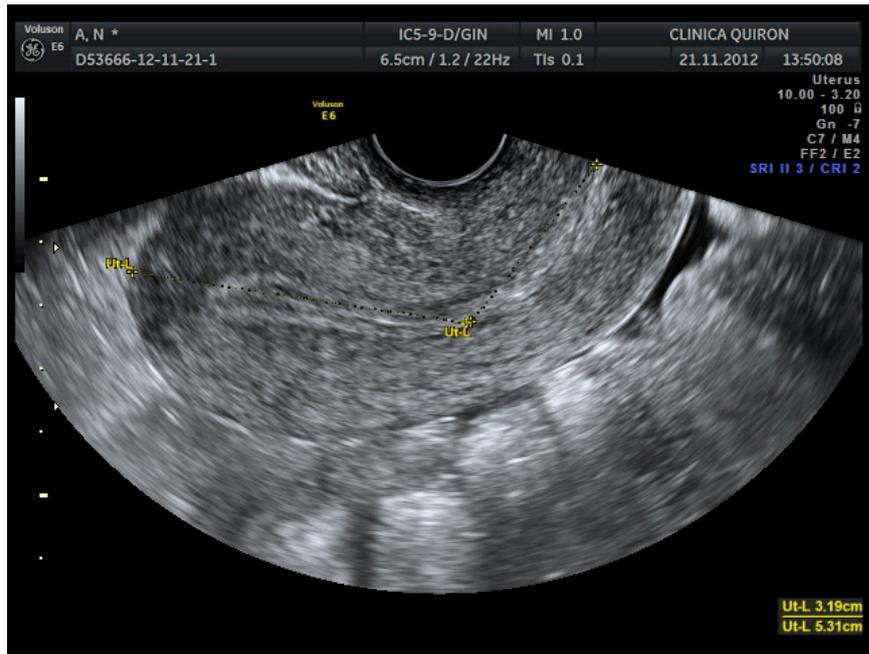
Histerometría hasta límite fúndico del endometrio mediante ecografía transvaginal 2D utilizando un corte longitudinal uterino
